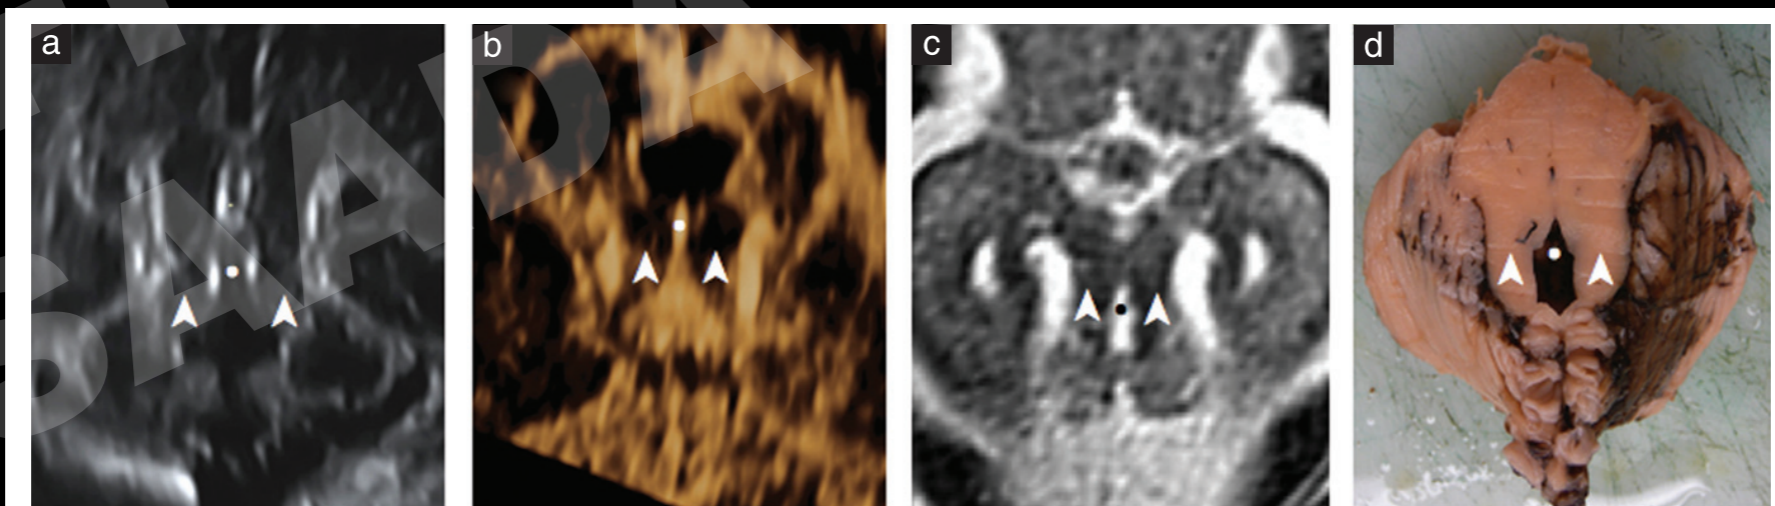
Visualization of the molar tooth sign (arrowheads) in two fetuses with Joubert syndrome and related disorders, in axial views of the brainstem at the level of the superior cerebellar peduncles: in Case 2, on two-dimensional ultrasound (a) and three-dimensional sonographic reconstruction with surface rendering mode (b) at 22 weeks and on magnetic resonance imaging at 24 weeks (c), and in Case 4 macroscopically (d). The fourth ventricle is indicated (●).
